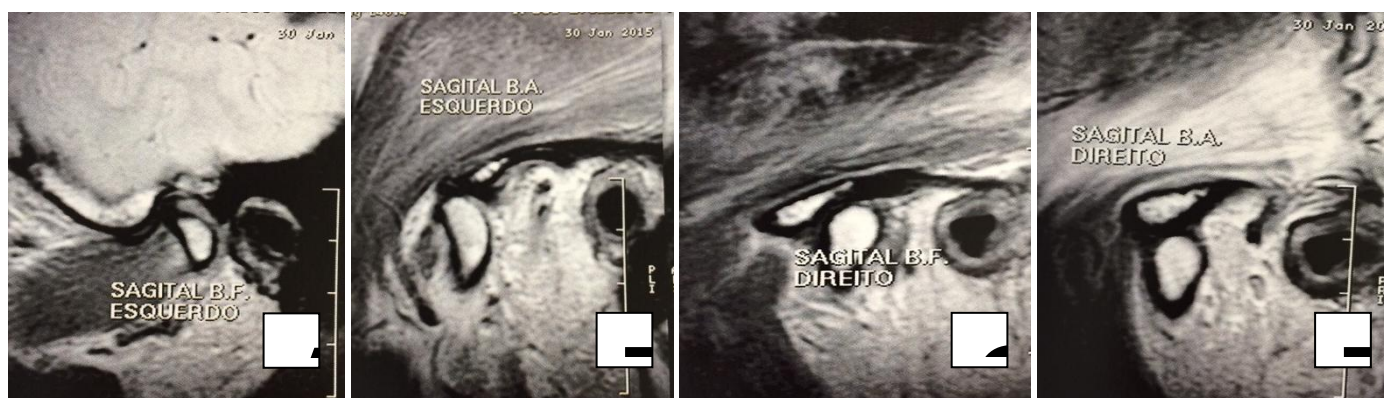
Ressonância Magnética de ATM`s. Ressonância Magnética de ATM`s, mostrando deslocamento anterior dos discos articulares com redução. Lado esquerdo: boca fechada (A) e aberta (B). Lado direito: boca fechada (C) e aberta (D). Eminência articular (EA), cabeça da mandíbula (CM) e disco articular (\*).
